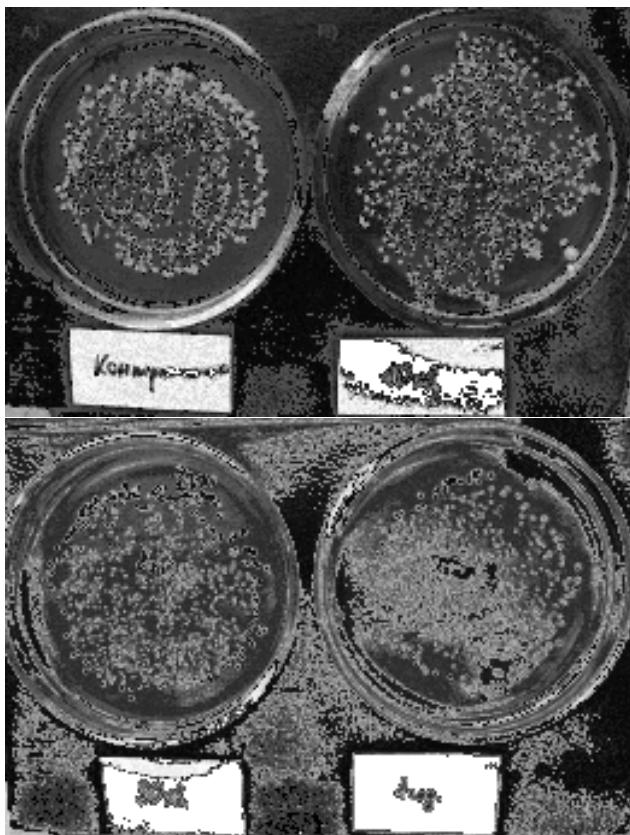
Виживання *S. aureus* 209-P (ATCC 6538-P) експозиції із забагаченою синглетним киснем пароводяною сумішшю, генерованою апаратом для СКТ «МИТ-С» упродовж 10 хв. (В), 30 хв. (С) і 1 год. (Д). (А) – ріст контрольної культури
